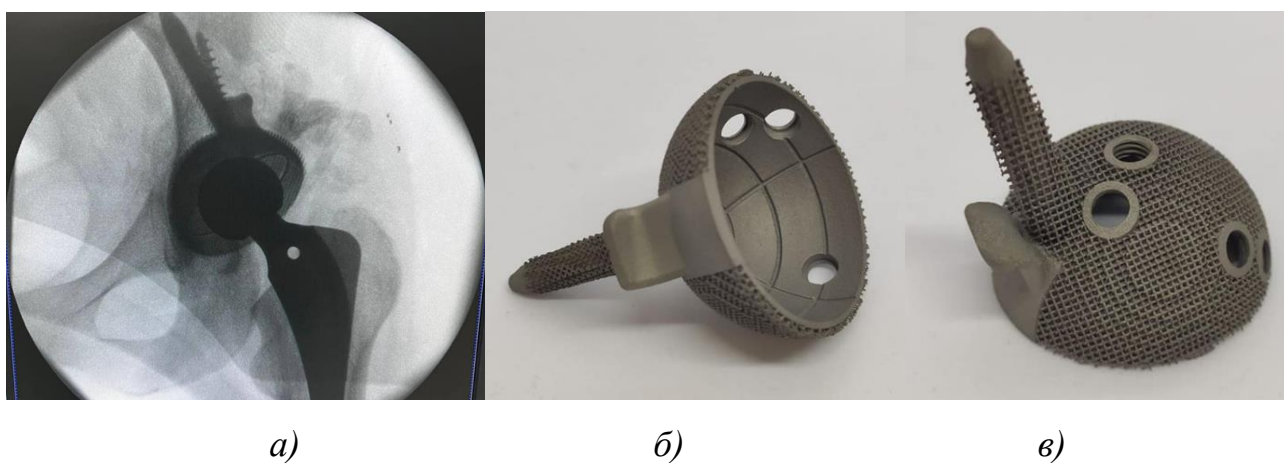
Індивідуальний ацетабулярний компонент ендопротезу типу "ice cream cone": *а* - післяопераційне рентген зображення; *б, в* - зовнішній вигляд 3D-друкованого імпланту, матеріал Ti6Al4V, Grade 23.
